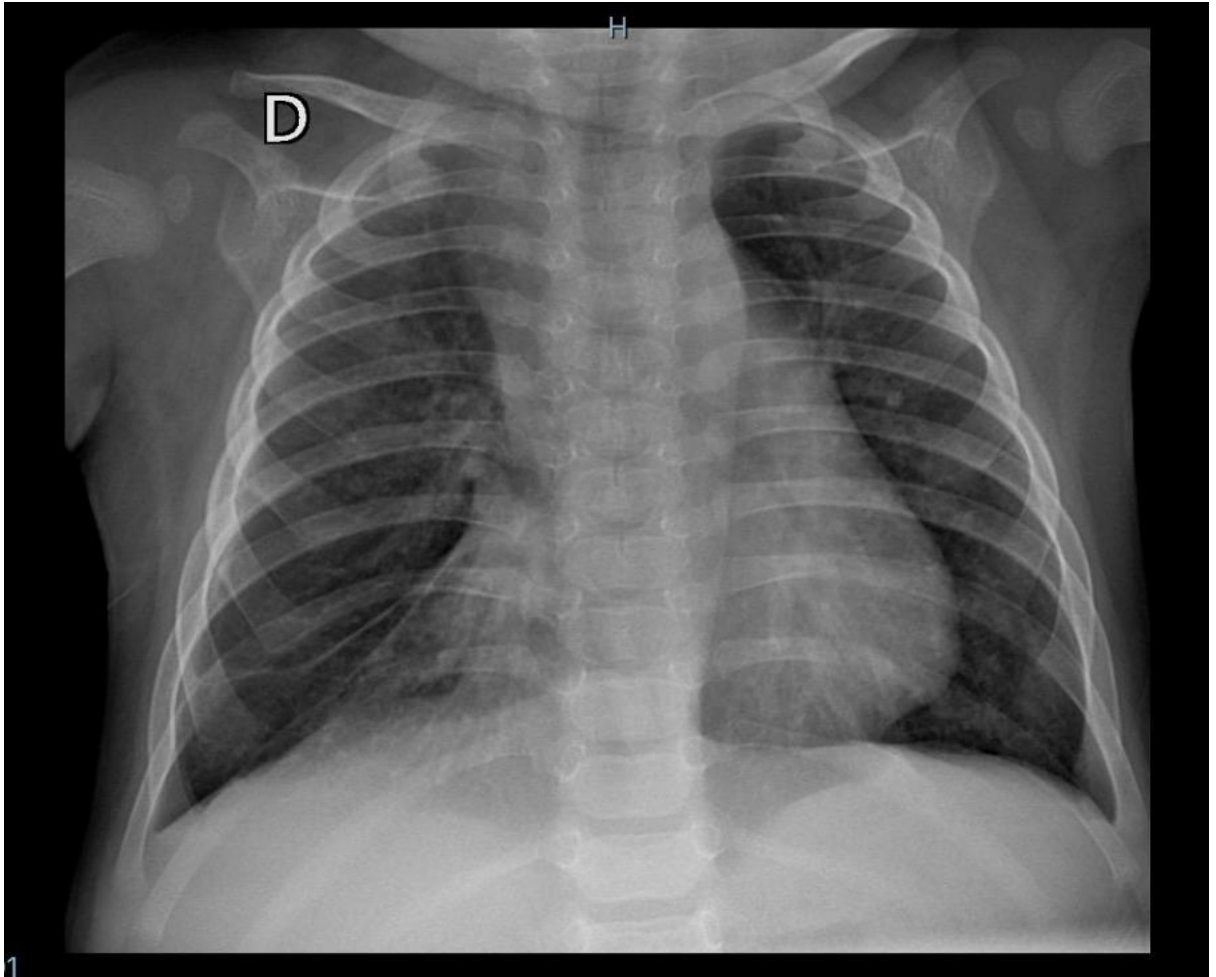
Radiografia de tórax em PA evidenciando atelectasia em lobo médio/inferior direito. Fonte: base de dados de exames de imagem IPPMG.
